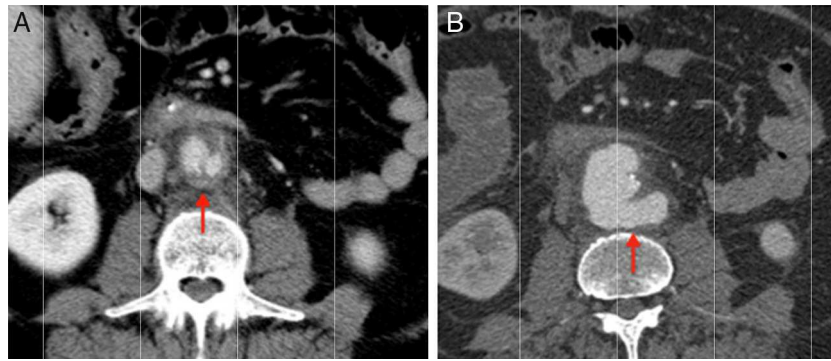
A) Corte transversal de TAC abdominal al ingreso, que muestra un aneurisma sacular de 3,5 cm y aumento de densidad retroperitoneal y periaórtica. B) Corte transversal 5 días después donde se observa rápido crecimiento del aneurisma (diámetro mayor: 5,2) versus rotura contenida.
